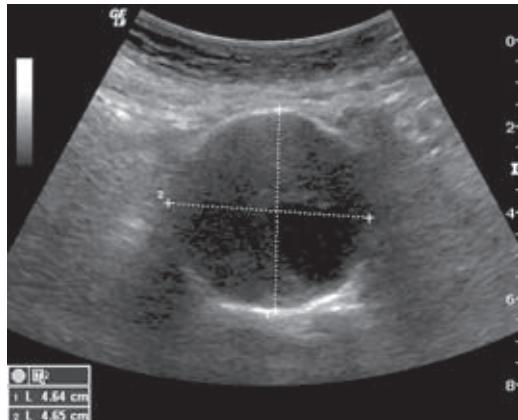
B-Bild-Sonografie: Querschnitt [P093]
